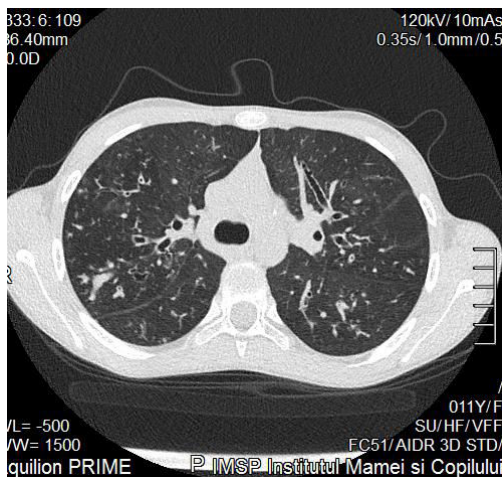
CT cutiei toracice
